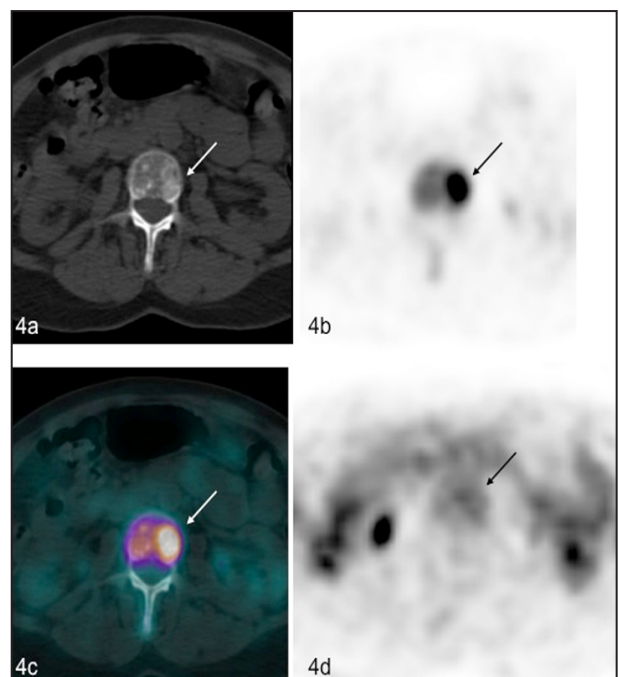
Lésion ostéo-condensante au CT scan (4a), positive en 18F-NaF (4b et 4c, fusion PET et CT) et négative en FDG (4d).
